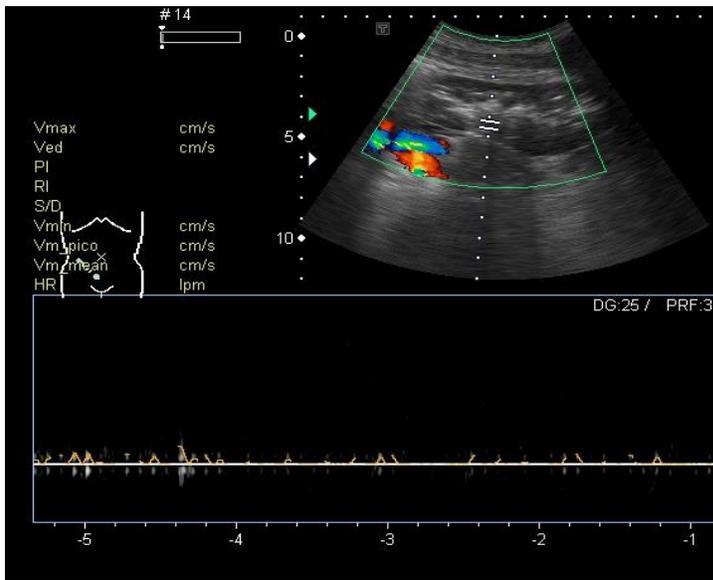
Ultrasonido aplicación Doppler color y espectral, se observa ausencia de flujo vascular y registro espectral de las arterias intraparenquimatosas renales, se realiza el diagnóstico de trombosis arterial. Masculino de 14 años de edad sometido a nefrectomía reportando riñón con necrosis isquémica.
